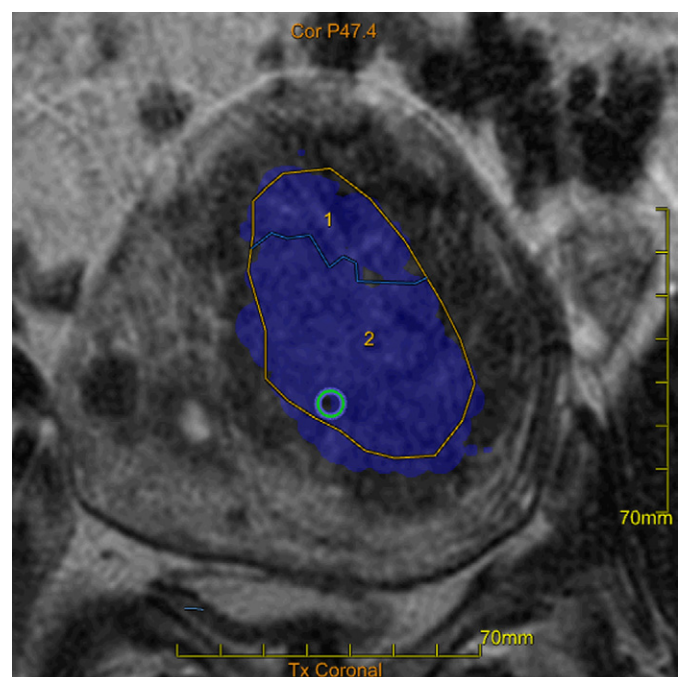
Aspect de l'utérus en IRM en fin de traitement avec une couleur uniformément bleue témoignant de la dose thermique reçue globale couvrant la zone délimitée initialement pour traiter le fibrome.
